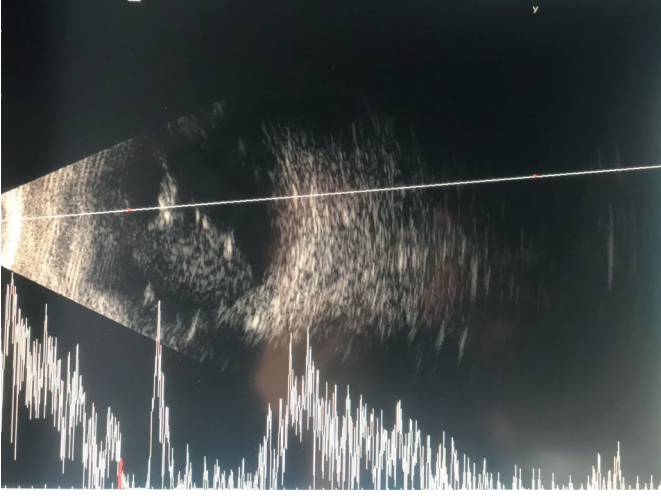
Vitreus Kanaması USG görüntüsü A ve B mod birlikteliği (Serkan Erdenöz'ün arşivinden).
